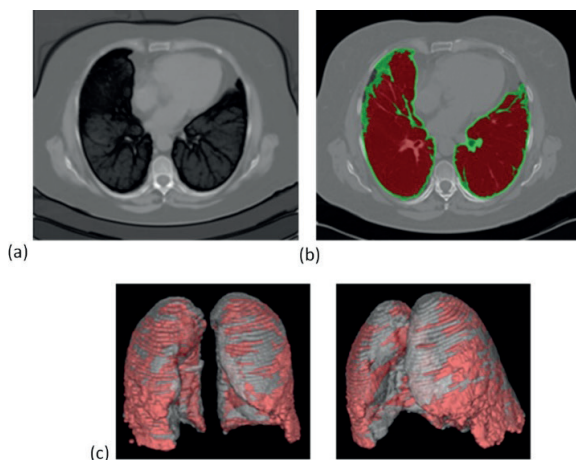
Detección de fibrosis pulmonar. (a) Imagen de tomografía computarizada (CT) original, (b) segmentación de campos pulmonares (en rojo) y áreas con fibrosis (en verde) y (c) detección volumétrica de fibrosis.
